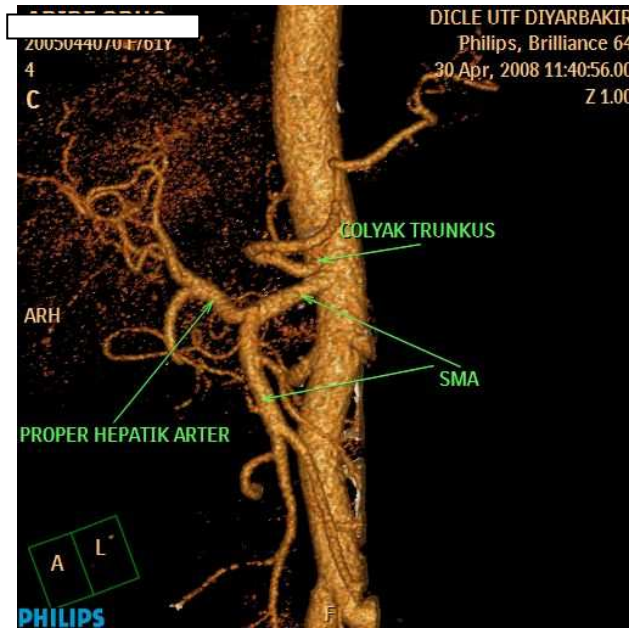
ÇKBT anjiyografide SMA orjinli aksesuar sağ hepatic arter'in görünümü : MİP (a , b) , VR (c) . (Michels tip 6)
